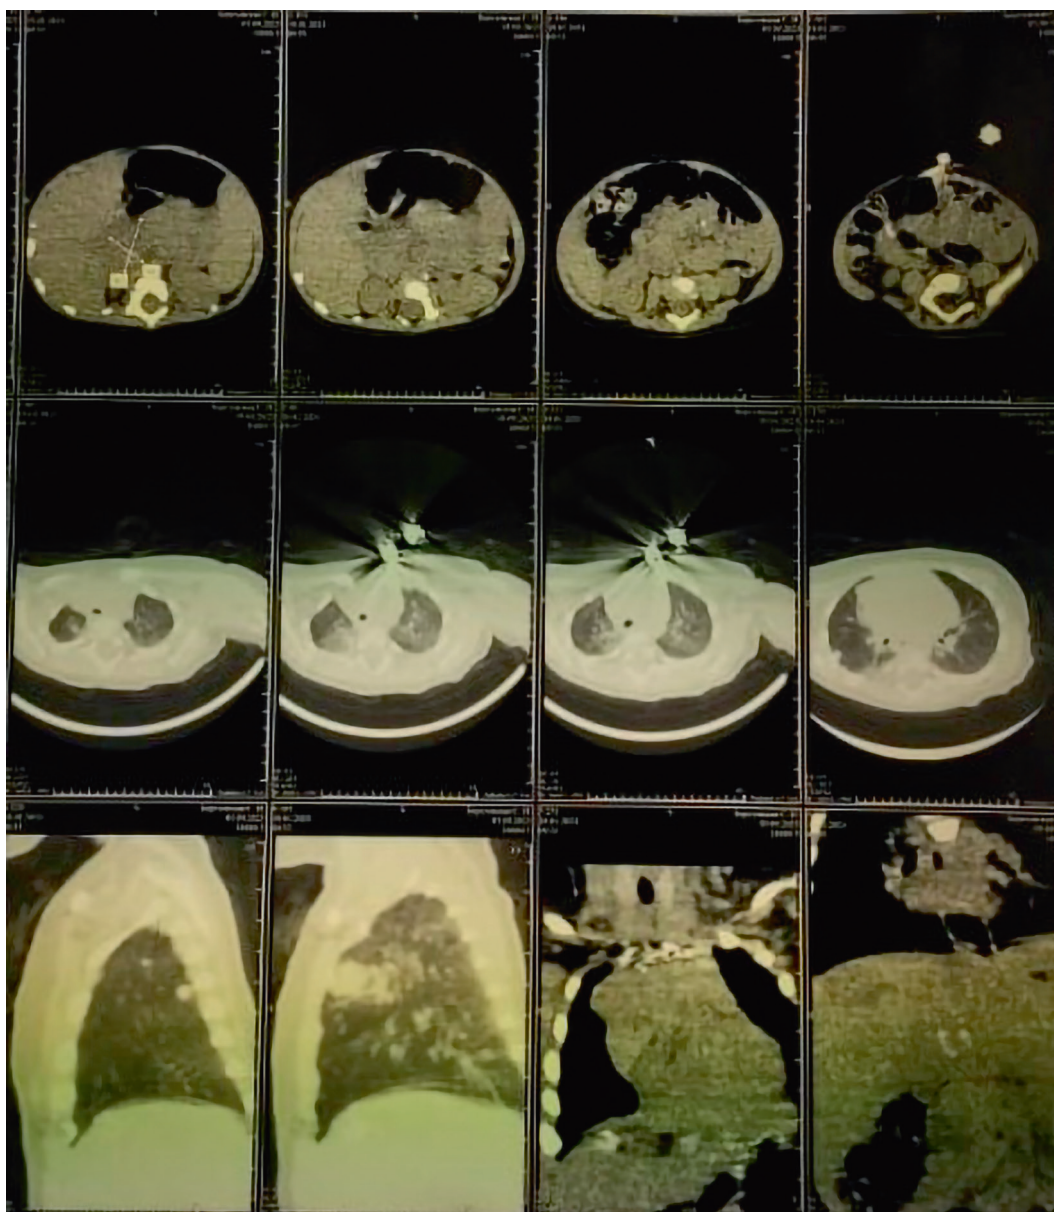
Отдельные сканы МСКТ органов грудной клетки и органов брюшной полости ребенка Б. в возрасте 6 мес
